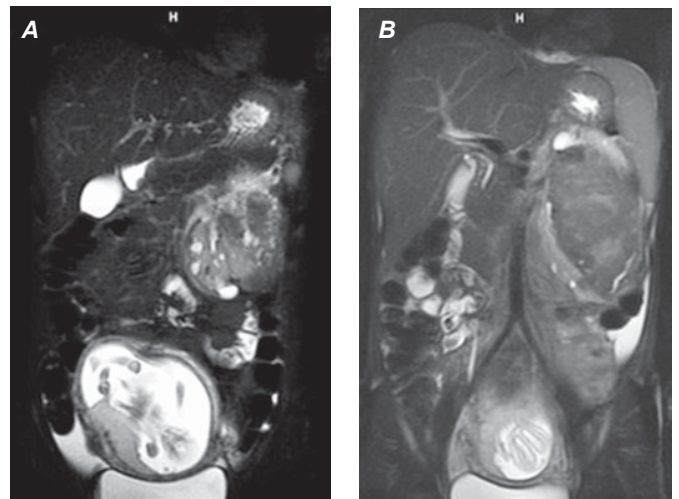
(A y B) Corte coronal de RM T2 FAT SAT muestra la masa renal izquierda, líquido libre en corredera parietocólica ipsilateral y el útero gestante.
